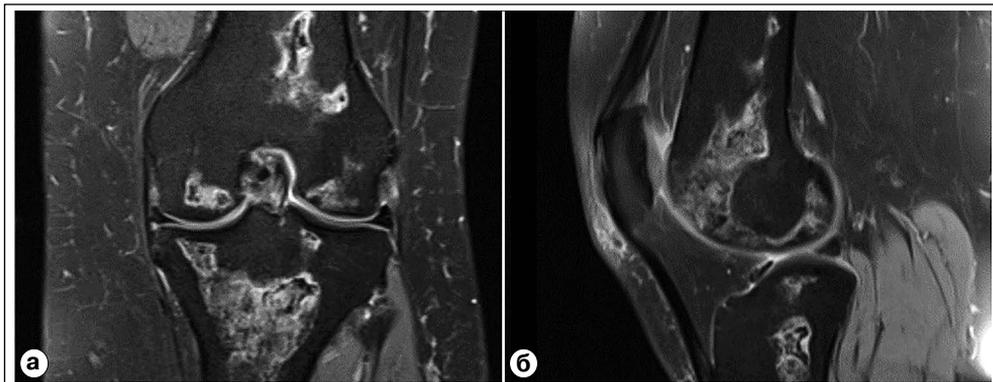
МР-томограммы коленного сустава пациентки З., 46 лет: а, б) корональная и сагиттальная проекции в режиме PD с подавлением сигнала от жировой ткани при вторичном лекарственном остеонекрозе. Примечание: пациентка 2 года назад перенесла Covid-19, проходила лечение с применением дексаметазона.
